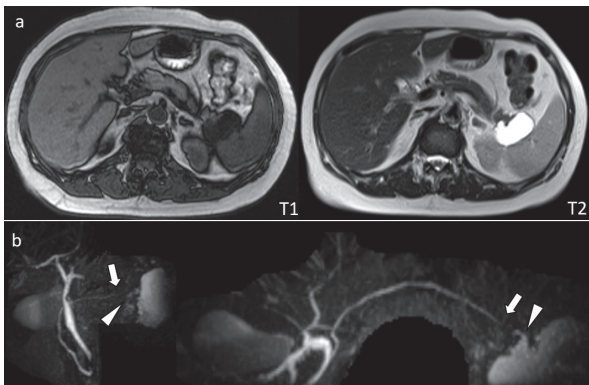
腹部MRI所見：膵尾部に47 x 27 mmの多房性嚢胞を認め、嚢胞内部はT1強調像で低信号、T2強調像で高信号であった(a)。MRCPでは主膵管の拡張や、主膵管と嚢胞性病変との交通は描出されなかった(矢印)。膵尾部末梢側には嚢胞と連続した分枝膵管の拡張が疑われた(矢頭)(b)。
